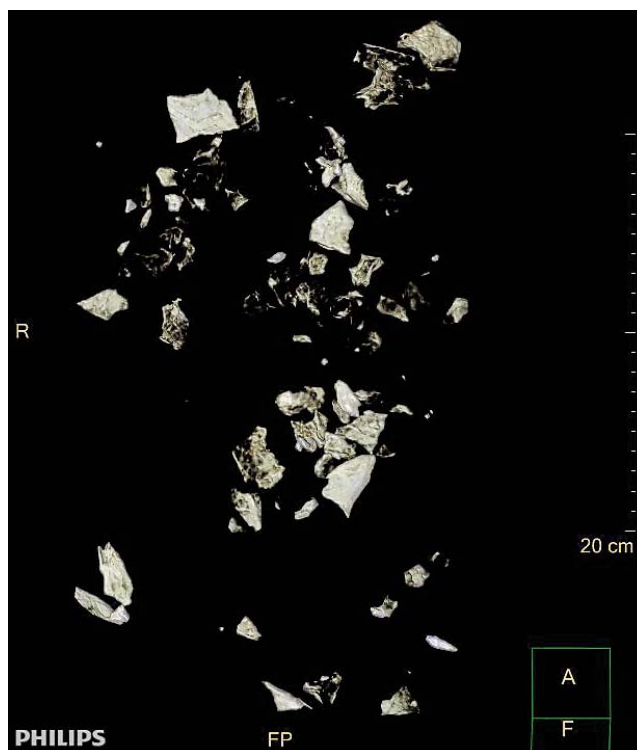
КТ костных фрагментов костей черепа без четкой анатомической принадлежности
